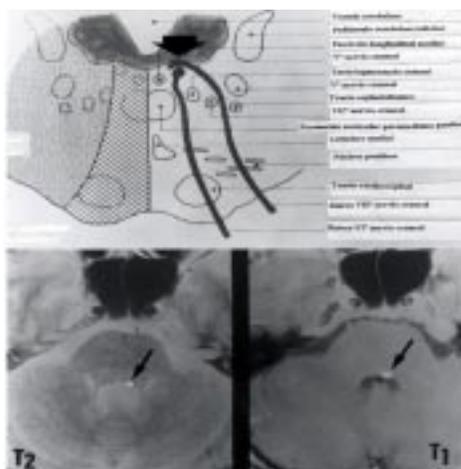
Corte esquemático de la protuberancia a nivel del cuarto ventrículo mostrando el colículo facial (flecha) y las relaciones entre los núcleos de los nervios facial y abducens, la formación reticular paramediana pontina y el fascículo longitudinal medial. Resonancia magnética cerebral en proyección axial mostrando en T2 una pequeña tumefacción a nivel de la rodilla facial izquierda mejor delineada en T1.
